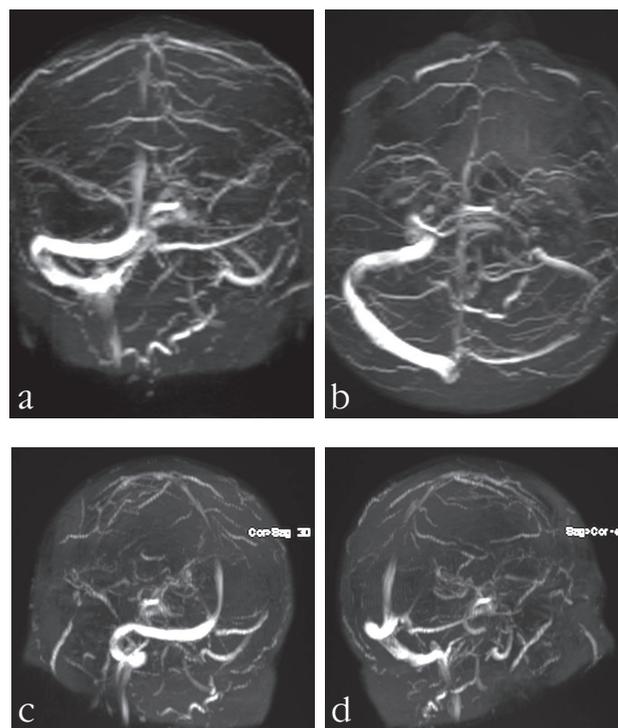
Магнитно-резонансная томография, включающая сосудистые срезы артериального и венозного сегментов кровообращения региона головы: гипоплазия левого сигмовидного синуса и переполнение кровью правого сигмовидного синуса (a, b) с затруднением оттока в яремную вену (c, d)
